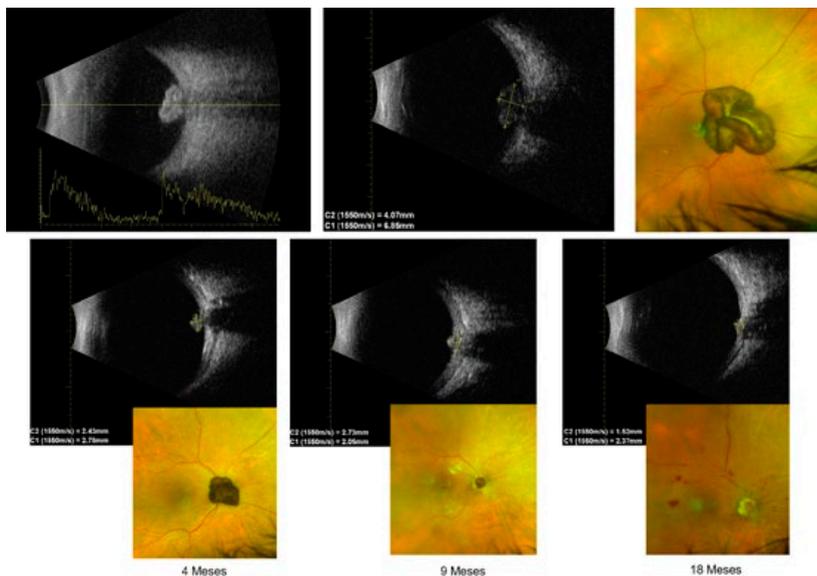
Ecografia e respetiva Fotografia a cores do fundo ocular de um melanoma coróideu peripapilar antes (imagens da linha superior) e após (imagens da linha inferior) terapia externa com feixe de prótons. Há evidência de involução tumoral e surgimento de lesões vasculares retinianas compatíveis com retinopatia da radiação.
